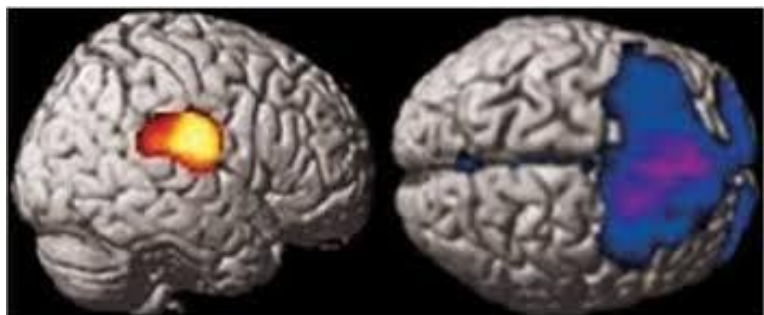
Le immagini di neuroimaging funzionale (PET) mostrano la presenza di un'area caratterizzata da ipermetabolismo in corrispondenza del giro postcentrale e della giunzione parietotemporale (a sinistra) e l'ipometabolismo presente invece nelle zone frontali (a destra) (172)
